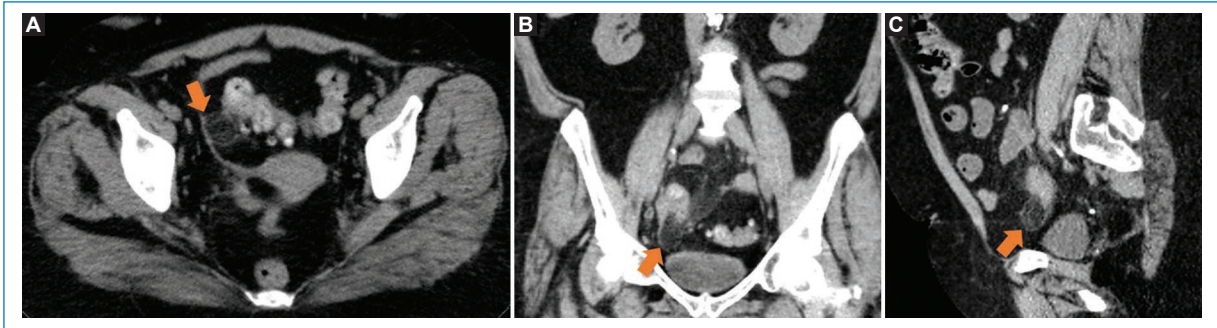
Mujer de 59 años con los siguientes antecedentes: hipertensión arterial, dislipidemia, diabetes tipo 2, poliposis colónica e infartos lacunares múltiples, que acude al servicio de urgencias hospitalarias derivada por su médico de atención primaria por dolor hipogástrico desde ayer por la mañana. En la exploración el abdomen es blando y depresible. Doloroso a la palpación en meso- e hipogastrio, así como en fosa ilíaca derecha. Blumberg negativo. Peristaltismo conservado. Puño-percusión bilateral negativo. En la analítica destaca una proteína C reactiva en el límite alto de la normalidad, sin otros hallazgos reseñables. Se realizó ecografía no concluyente y limitado por la grasa de la pared abdominal, sin identificar apéndice cecal. A-C: se realiza tomografía computarizada abdominal axial, coronal y sagital respectivamente, donde se aprecia en la pelvis imagen ovoidea de 25 × 18 mm, de densidad grasa y encapsulada, que asocia cambios inflamatorios (flechas). Divertículos sigmoideos sin signos inflamatorios asociado. Hallazgos compatibles con apendagitis epiploica.
